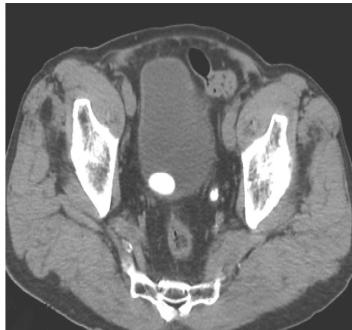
术前腹部CT平扫所见：左侧输尿管结石，膀胱结石
